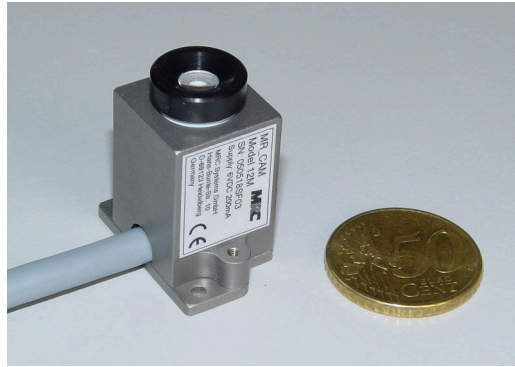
MRT-kompatible Kamera von MRC Systems GmbH, Heidelberg. 50-Cent-Münze zum Größenvergleich. Bild abgedruckt mit freundlicher Genehmigung durch MRC Systems GmbH.
